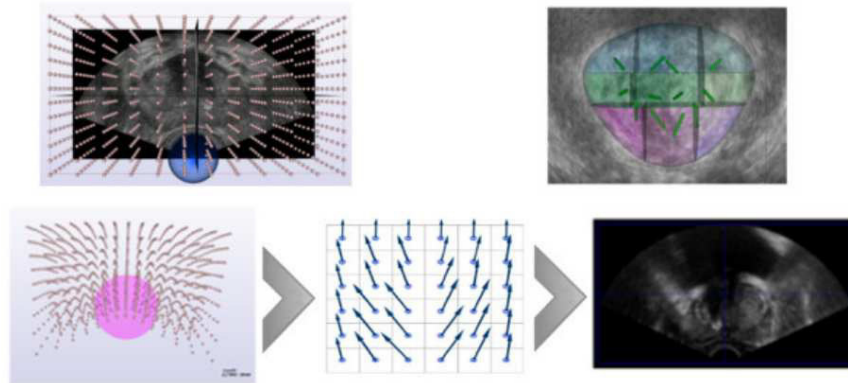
Image échographique avec déformation de modèles 3D [GS09].
